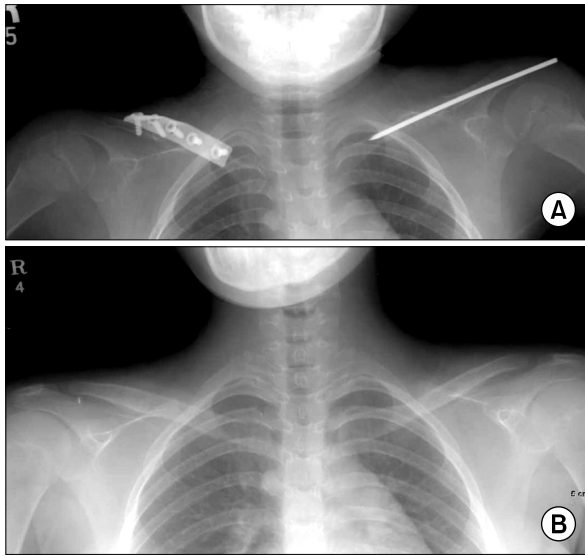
(A) Case 3, Postoperative radiograph. Fixation of the right clavicle with a plate and of the left clavicle with a threaded Steinmann pin. (B) Case 3, An eight-year postoperative radiograph showed complete remodeling of the pseudarthrosis.
